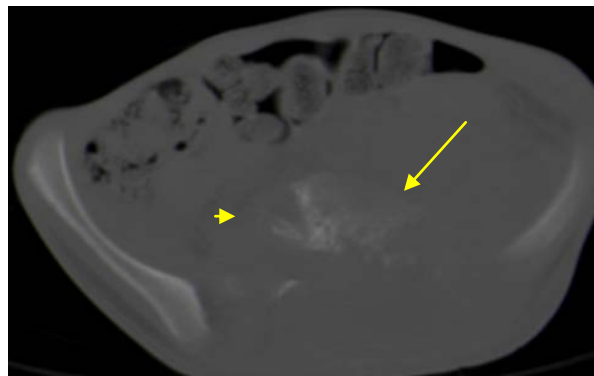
TDM du Bassin en fenêtre osseuse et parenchymateuse sans et après injection de PDC en coupes axiales : sarcome d'Ewing lombo-sacré chez une fille de 14 ans : lésion osseuse mixte (flèche) à corticale rompue (tête de flèche) avec important envahissement des parties molles en regard en endo et exo pelvien (étoile).
